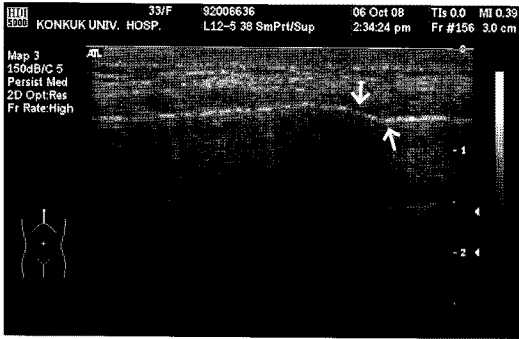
Chest wall sonogram of 33-year-old woman with fist injury showing sternum fracture. White arrow indicates fracture site.
